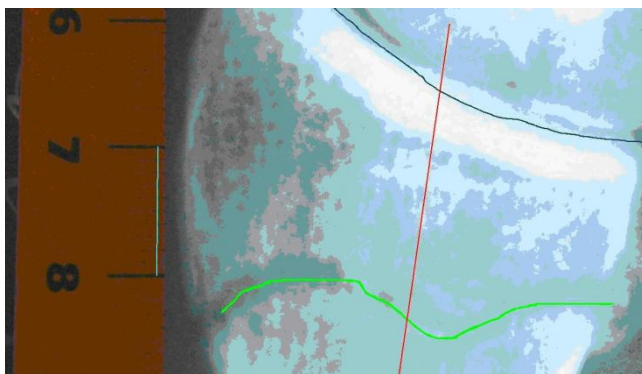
Фрагмент рентгенограммы
